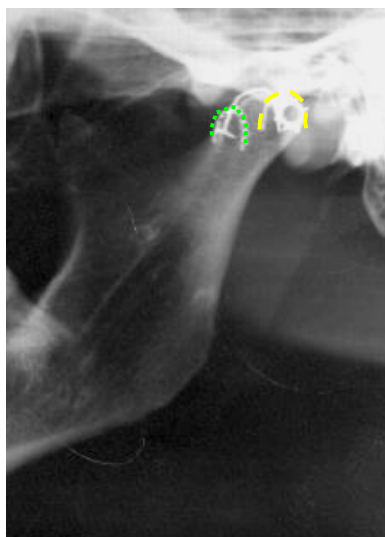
Radiografia panorâmica seccionada da ATM esquerda indicando a porção lateral posicionada anteriormente (em verde) e porção medial no contorno posterior (em amarelo).
